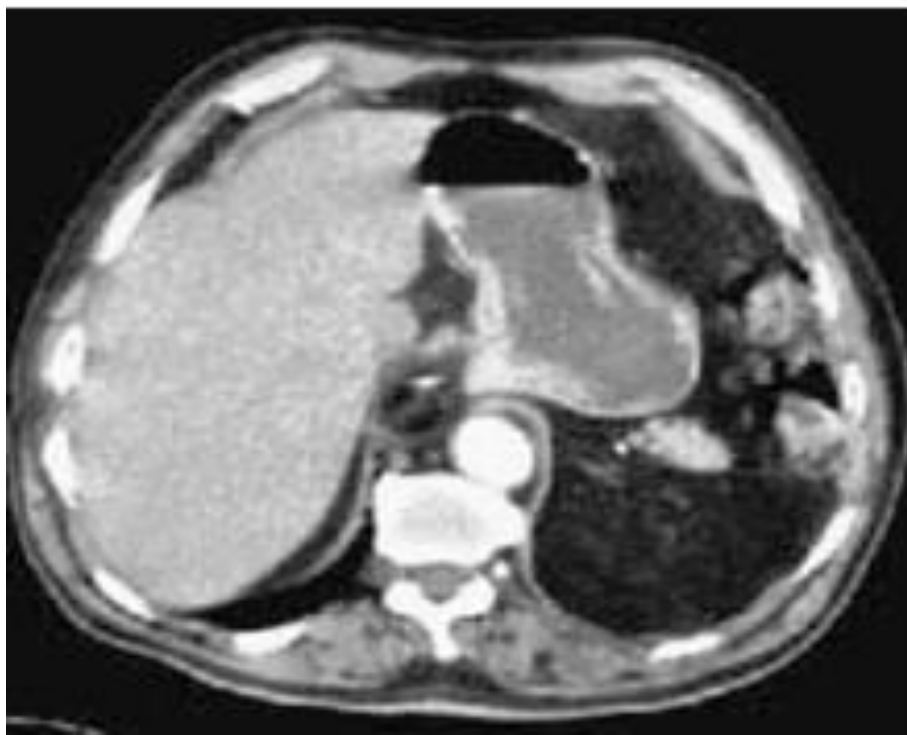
TDM abdominal montrant l'absence de la rate ,hypochondre gauche vide
